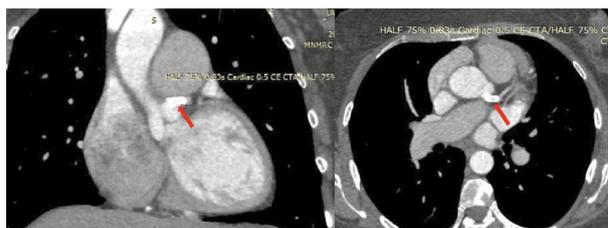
КТ-коронарография. Зона стентированного сегмента ствола ЛКА отмечена красной стрелкой.
